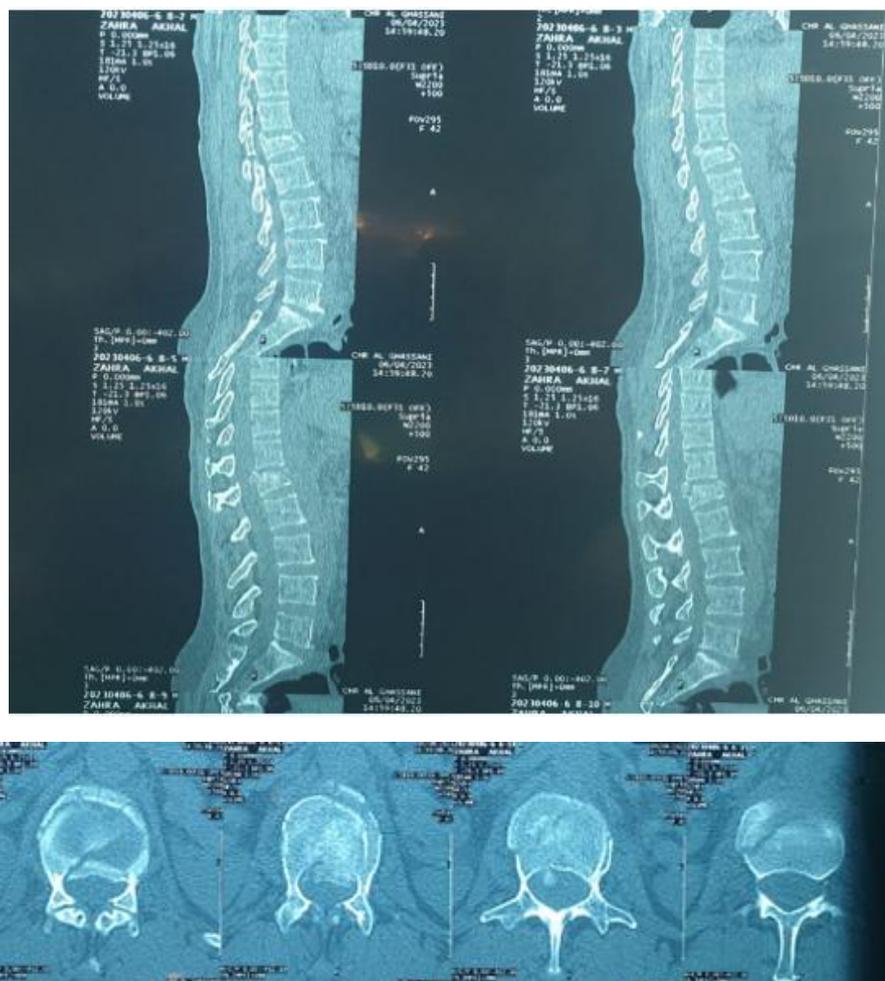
TDM thoraco lombaire pré opératoire en coupes sagittale et axiale montrant une fracture de L1 MAGERL A3 avec recul du mur postérieur.
